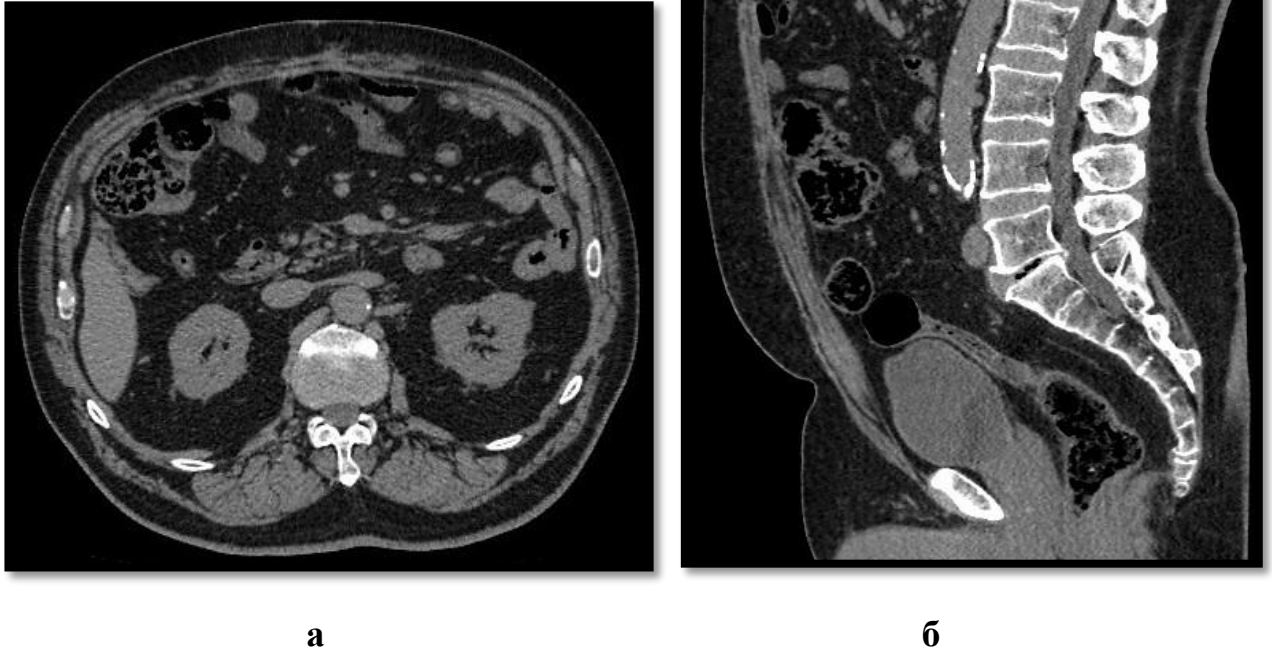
КТ – сканы через 1,8 года после операции.
